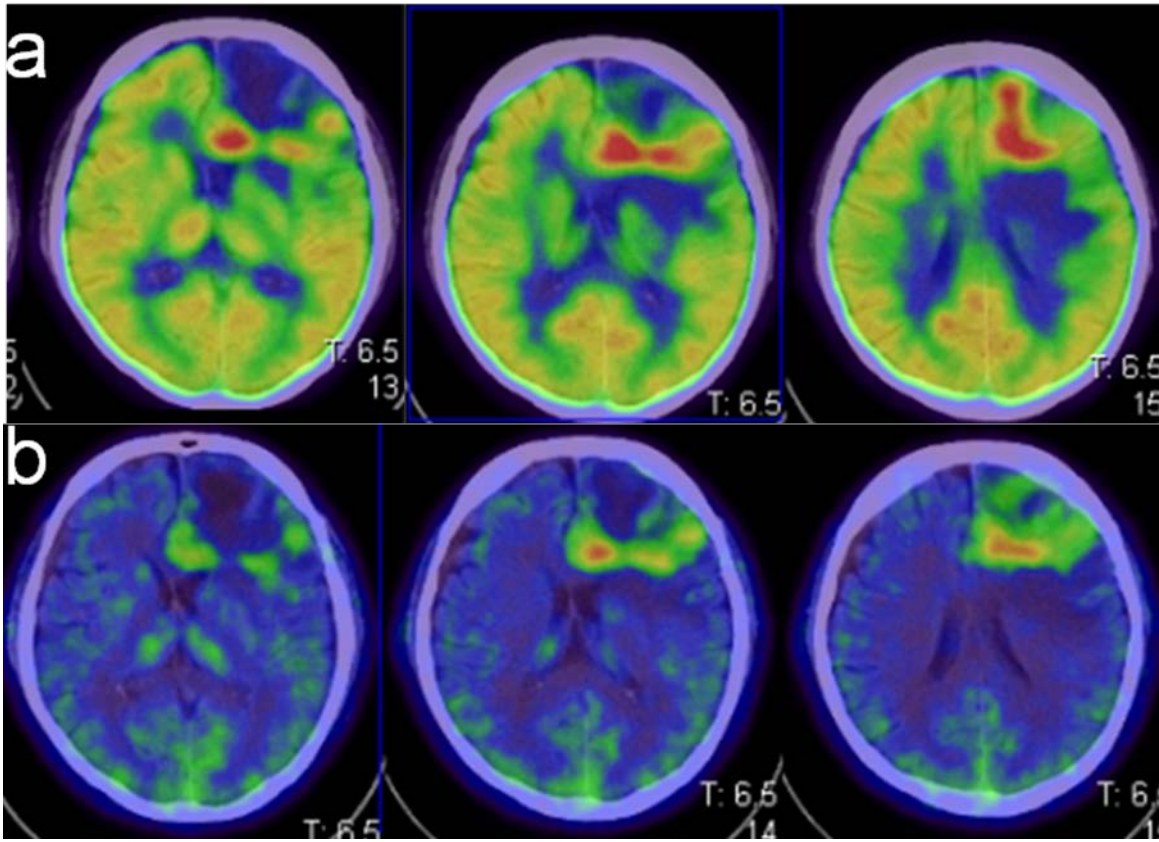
Comparison between medicine accumulations: (a)FDG,(b) MET. A case of the diffuse large B-cell lymphoma (DLBCL).
